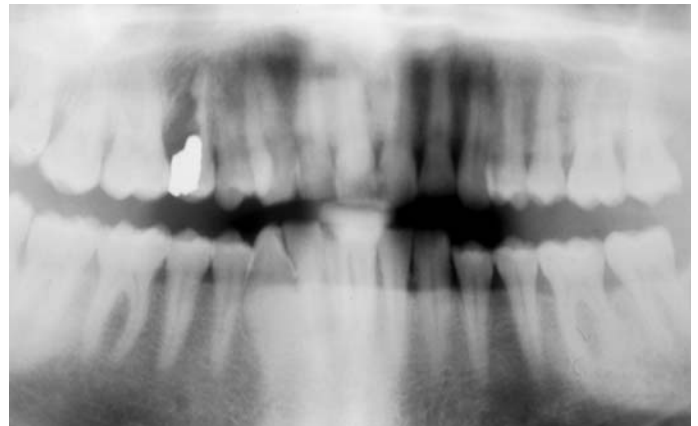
Ortopantomografia iniziale necessaria per una visione generale delle strutture dentali ed ossee. Si noti la compromissione irreversibile dell'elemento 1.5
